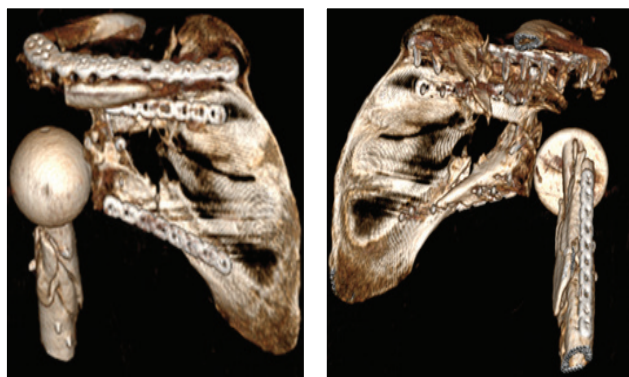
Післяопераційна КТ того ж пацієнта
